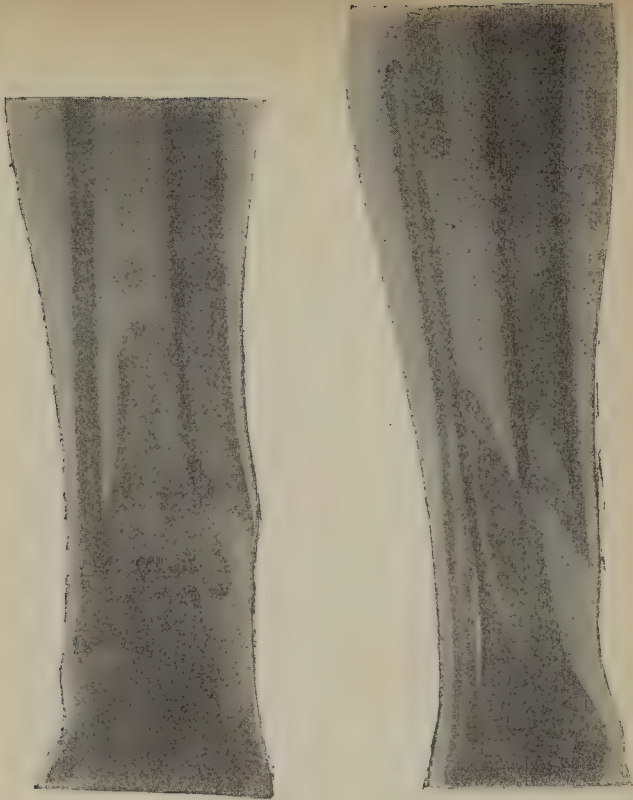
Radiographie d'une fracture sus-malléolaire du tibia par torsion avec déplacement considérable des fragments, consécutive à une chute de bicyclette. Le malade est venu consulter 9 semaines après l'accident ; la fracture était vicieusement consolidée, le cal volumineux. Abrasion de la pointe du fragment supérieur. Traitement mécanique, soulier à tuteur, guérison avec satisfaisante mobilité.
